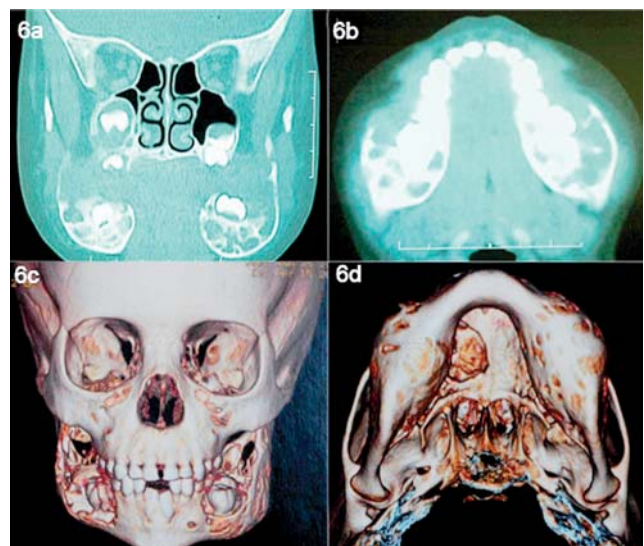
Tomografia computadorizada corte coronal. Presença de múltiplos lóculos bilateral em mandíbula / 6b: Tomografia computadorizada corte axial. Presença de múltiplos lóculos bilateral em mandíbula com abaulamento cortical / 6c: Reconstrução tridimensional em região anteroposterior apresentando abaulamento cortical ósseo mandibular bilateral / 6d: Reconstrução tridimensional em região inferosuperior apresentando o abaulamento mandibular bilateral
